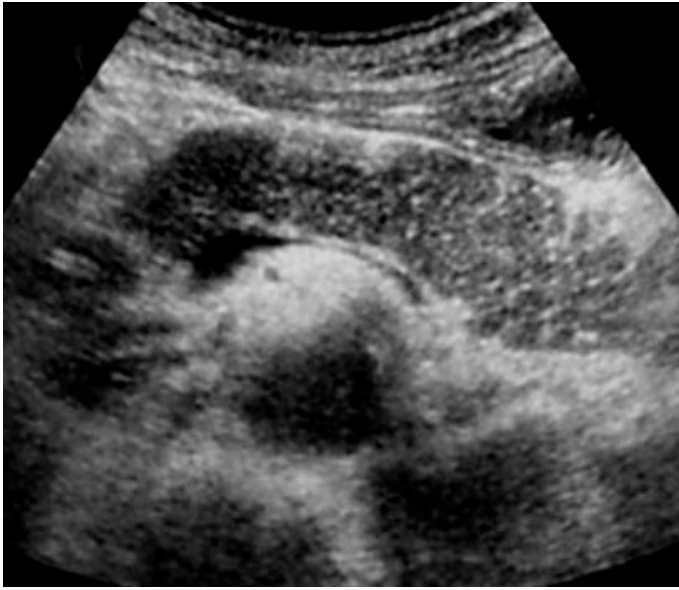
自己免疫性膵炎の超音波像(びまん型)。膵全体が低エコーを呈し、内部に小さい高エコースポットが散在している。
